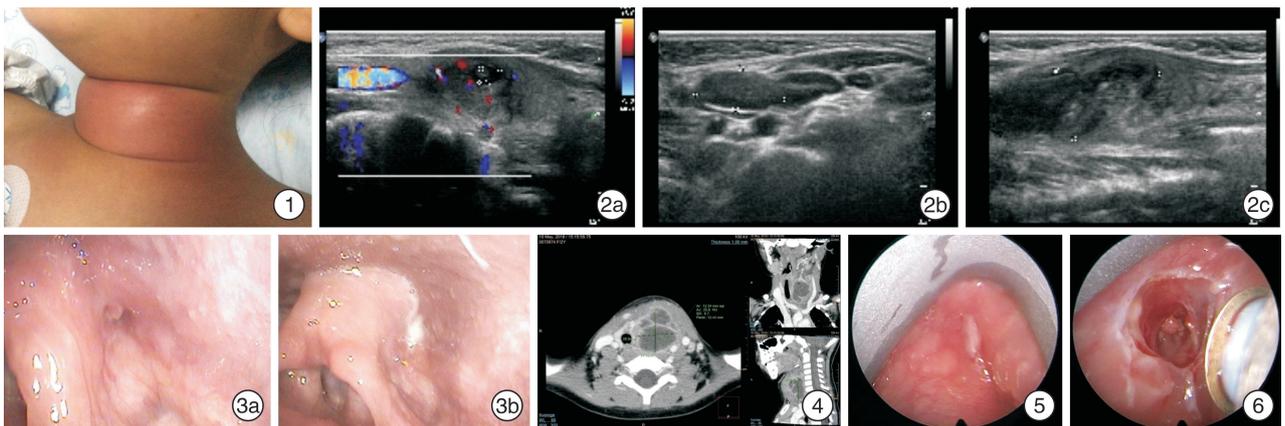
颈部脓肿形成 颈部皮肤弥漫性肿胀,皮温高,压痛明显,皮肤紧张度高; 图 2 颈部彩超所示 2a:可见瘘管(混合性回声区)丰富血流信号,左侧甲状腺回声增粗不均,血供丰富;2b:颈部探及多个低回声结节;2c:混合性回声区界欠清,向内侧延伸,上缘达梨状窝,下缘累及甲状腺; 图 3 电子喉镜检查 3a:可见左侧梨状窝处黏膜水肿,梨状窝底部见一小瘘口;3b:挤压颈部肿物见梨状窝瘘口处乳白色分泌物渗出; 图 4 颈部 CT 所示 炎症期显示颈部囊实性肿块,病灶上可至声门水平,梨状窝受压变形,下与甲状腺分界不清; 图 5 支撑喉镜下所示 显露梨状窝内尖部瘘口,挤压颈部肿物见瘘口处乳白色分泌物渗出; 图 6 梨状窝瘘支撑喉镜下低温等离子射频消融术 消融深度为梨状窝底部黏膜下 5 mm,底部达甲状软骨板;广度以内瘘口为中心,直径 10 mm 左右的梨状窝底部黏膜,同时切除 Betz 黏膜皱襞。
